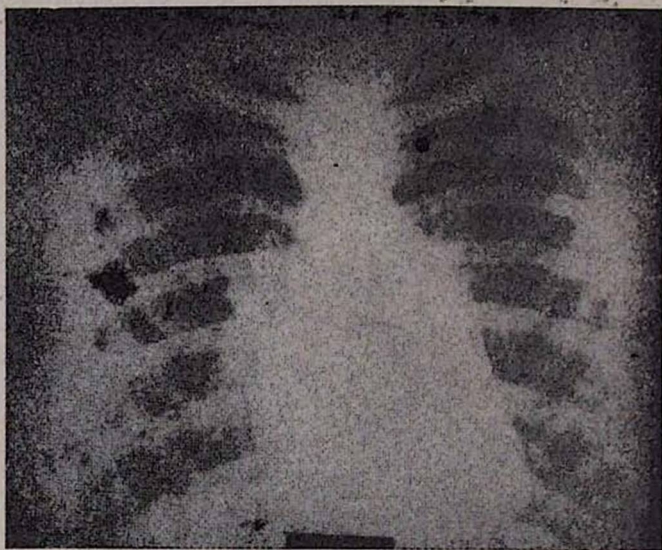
Рентгенограмма больного Б., 18 лет. Диагноз: сочетанный митрально-аортально-трикуспидальный стеноз с преобладанием сужения в левом венозном отверстии. Митральная конфигурация сердца.
